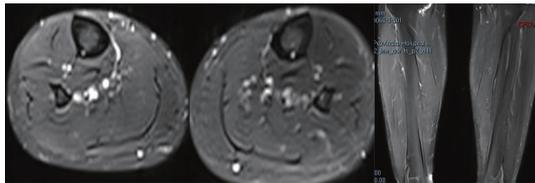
双侧小腿MRI T<sub>2</sub> 压脂相:肌间少许异常信号影,病变较前明显减轻
